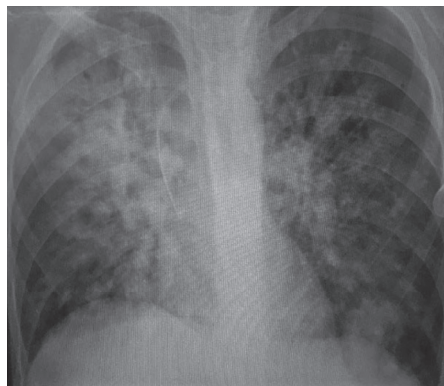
Рентгенография органов грудной полости в возрасте 13 лет.
